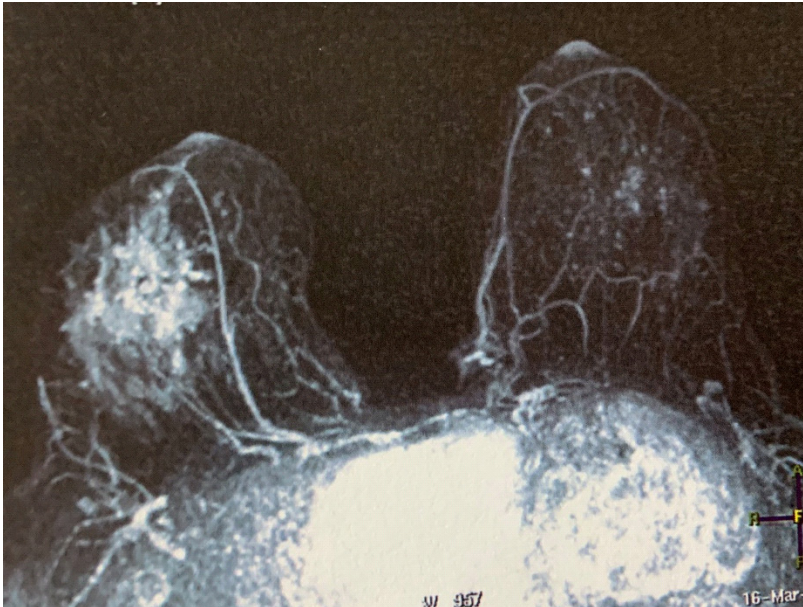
resonancia magnética de mama con Gadolinio que muestra lesión amplia de mama.
